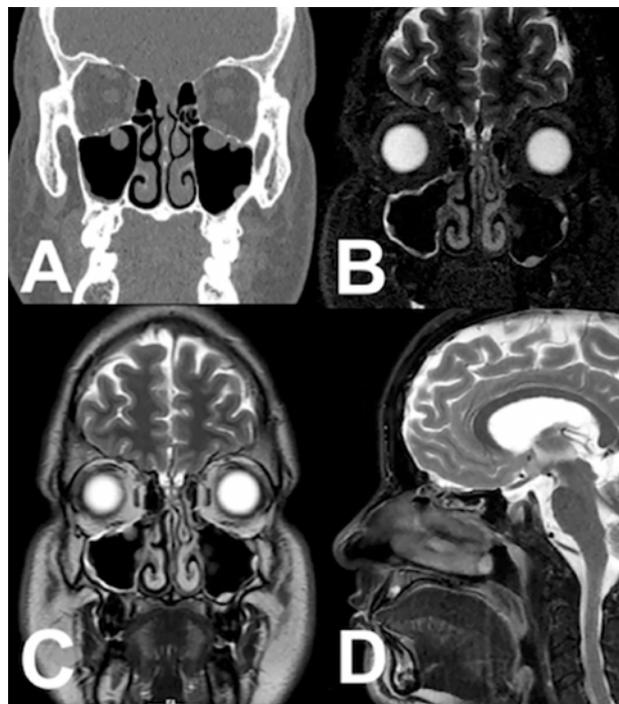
(A) imagen de TAC coronal de los senos paranasales en la que se aprecia un techo etmoidal con surcos olfatorios profundos y una lámina cribosa extensa, de aspecto frágil, sin áreas de irregularidades ni interrupción de sus márgenes. No se observaron signos de opacificación por retención de secreciones en las celdillas etmoidales ni la presencia de neumoencéfalo. RMN coronal con contraste que revelaron un parénquima cerebral. Imagen de RMN (B, C y D), en las secuencias ponderadas en T2 (B) y potenciada en T1 (C), en las que se observó un discreto realce paquimeníngeo de aspecto liso y regular en la porción anterior del surco olfatorio, sin la presencia de meningoencefalocelo, ni de señales que enfatizen la presencia de líquido en las cavidades sinusales adyacentes a la base del cráneo (etmoidales y esfenoidal). En la proyección sagital en secuencia ponderada en T2 (D) se apreció en la porción anterior de la base cerebral un paquimeníngeo regular sin herniación de las meninges, tejido encefálico ni presencia de líquido en las cavidades sinusales adyacentes a la base del cráneo, ni la presencia de líquido en las cavidades etmoidales
